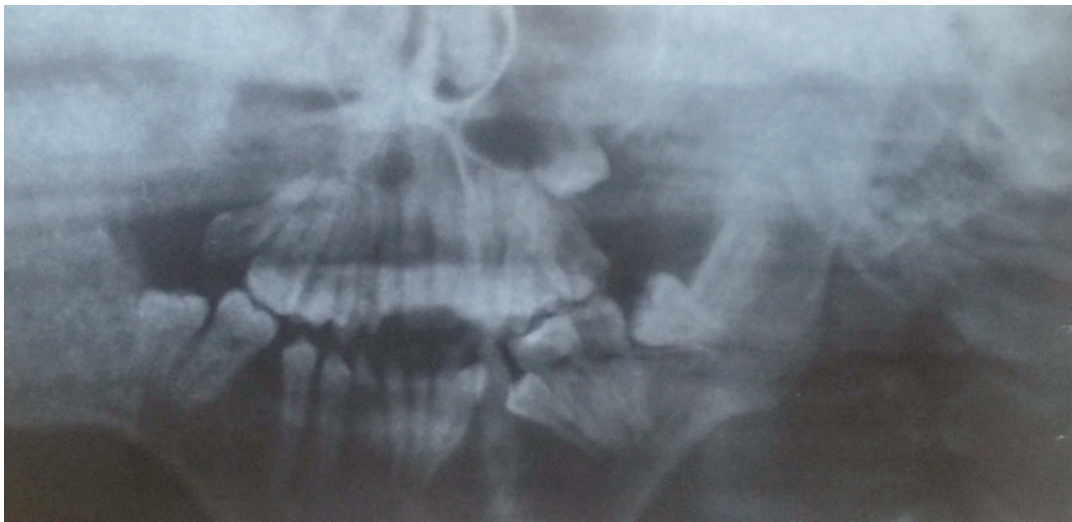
Рентгенограма хворої Х. на етапі обстеження
